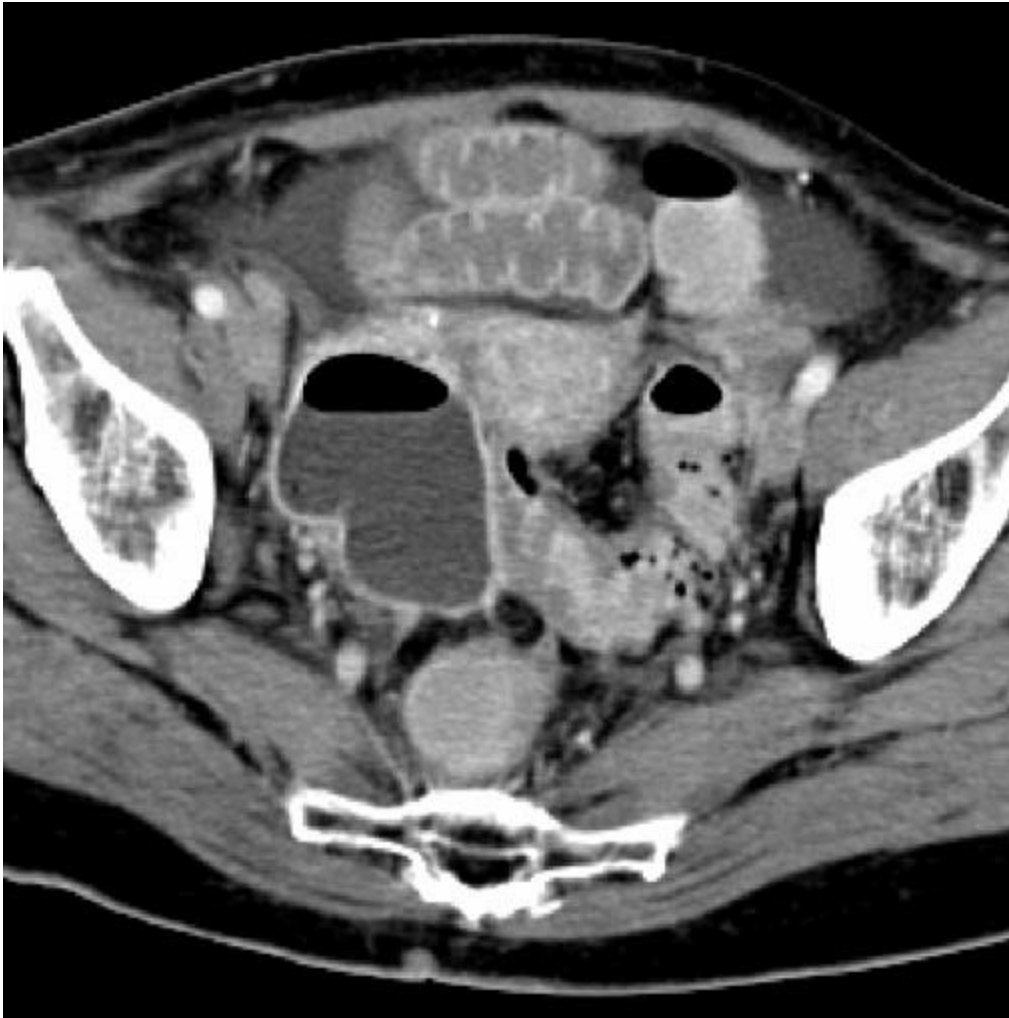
CT-Abdomen: Stadium 4A, modifiziert; akute Divertikulitis mit einem großen perikolischen Abszess. Parasigmoidal abscess containing air and homogeneous fluid delineated by a hypervascularised rim. Werner 2003 (99)
